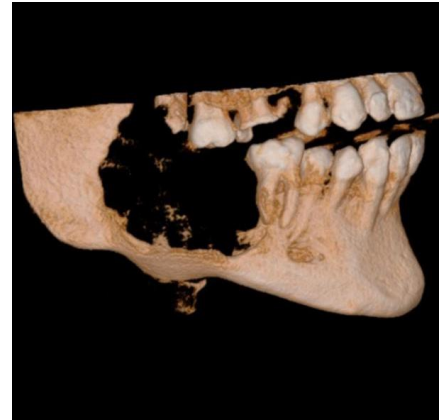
Tomografia Computadorizada Cone Bean. Reconstrução Tridimensional. Visão Lateral direita
